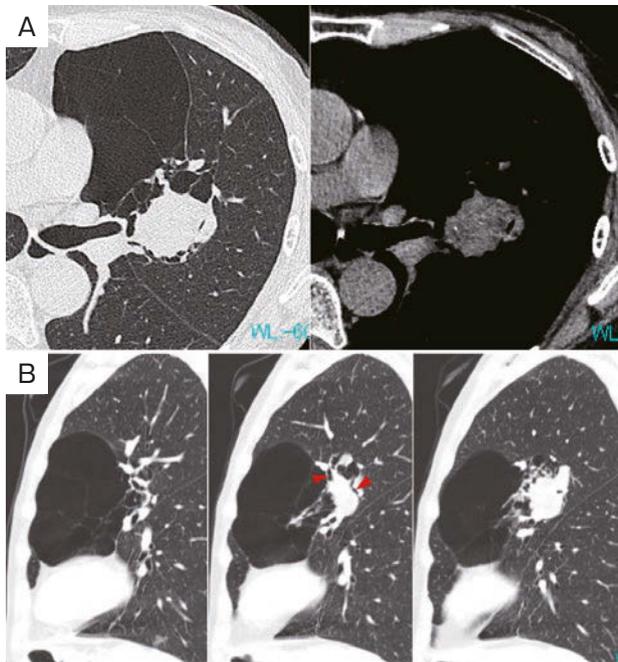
Unenhanced chest computed tomography (CT). (A) The transversal section of the chest CT revealed a tumor shadow and giant pulmonary cyst in the upper lobe of the left lung. Moreover, CT using the mediastinal window setting suggested that the tumor contained fatty and calcified components. (B) Sagittal section chest CT showed bronchial involvement (red arrowheads) at the margin of the tumor and a giant cyst in front of the tumor.
